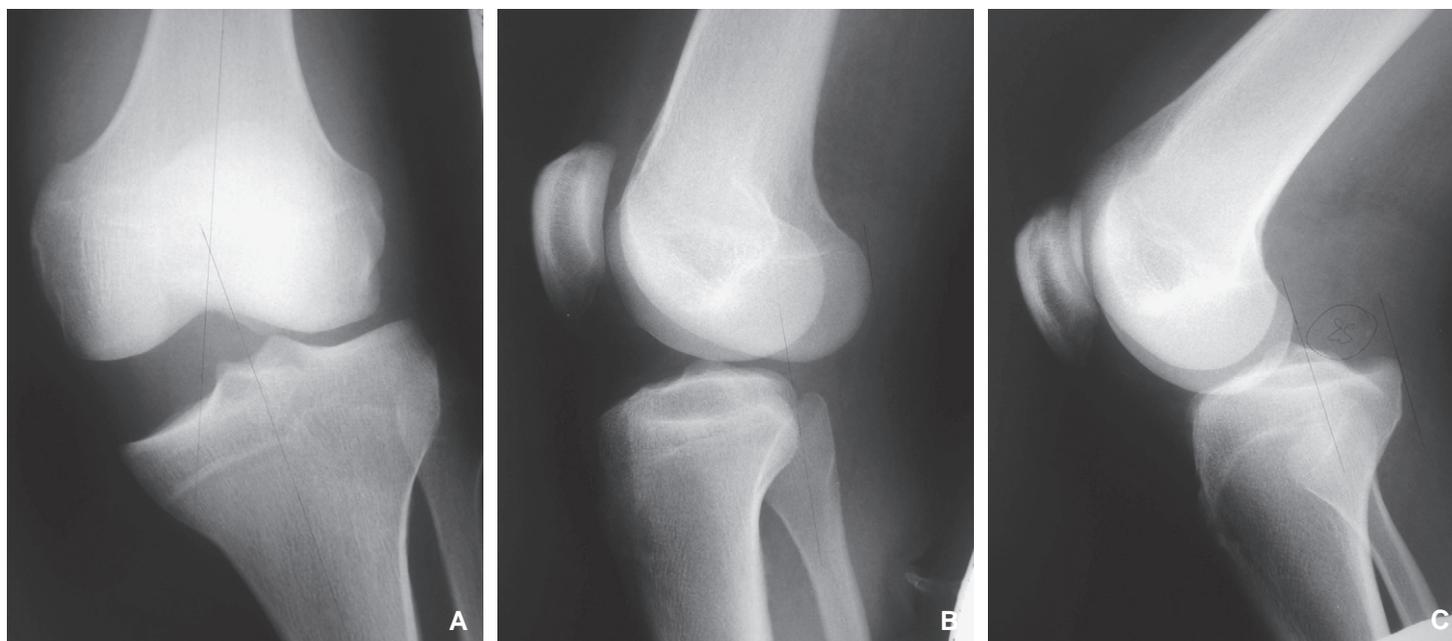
Radiographies en stress objectivant une laxité médiale antérieure et postérieure, significative après luxation du genou.
